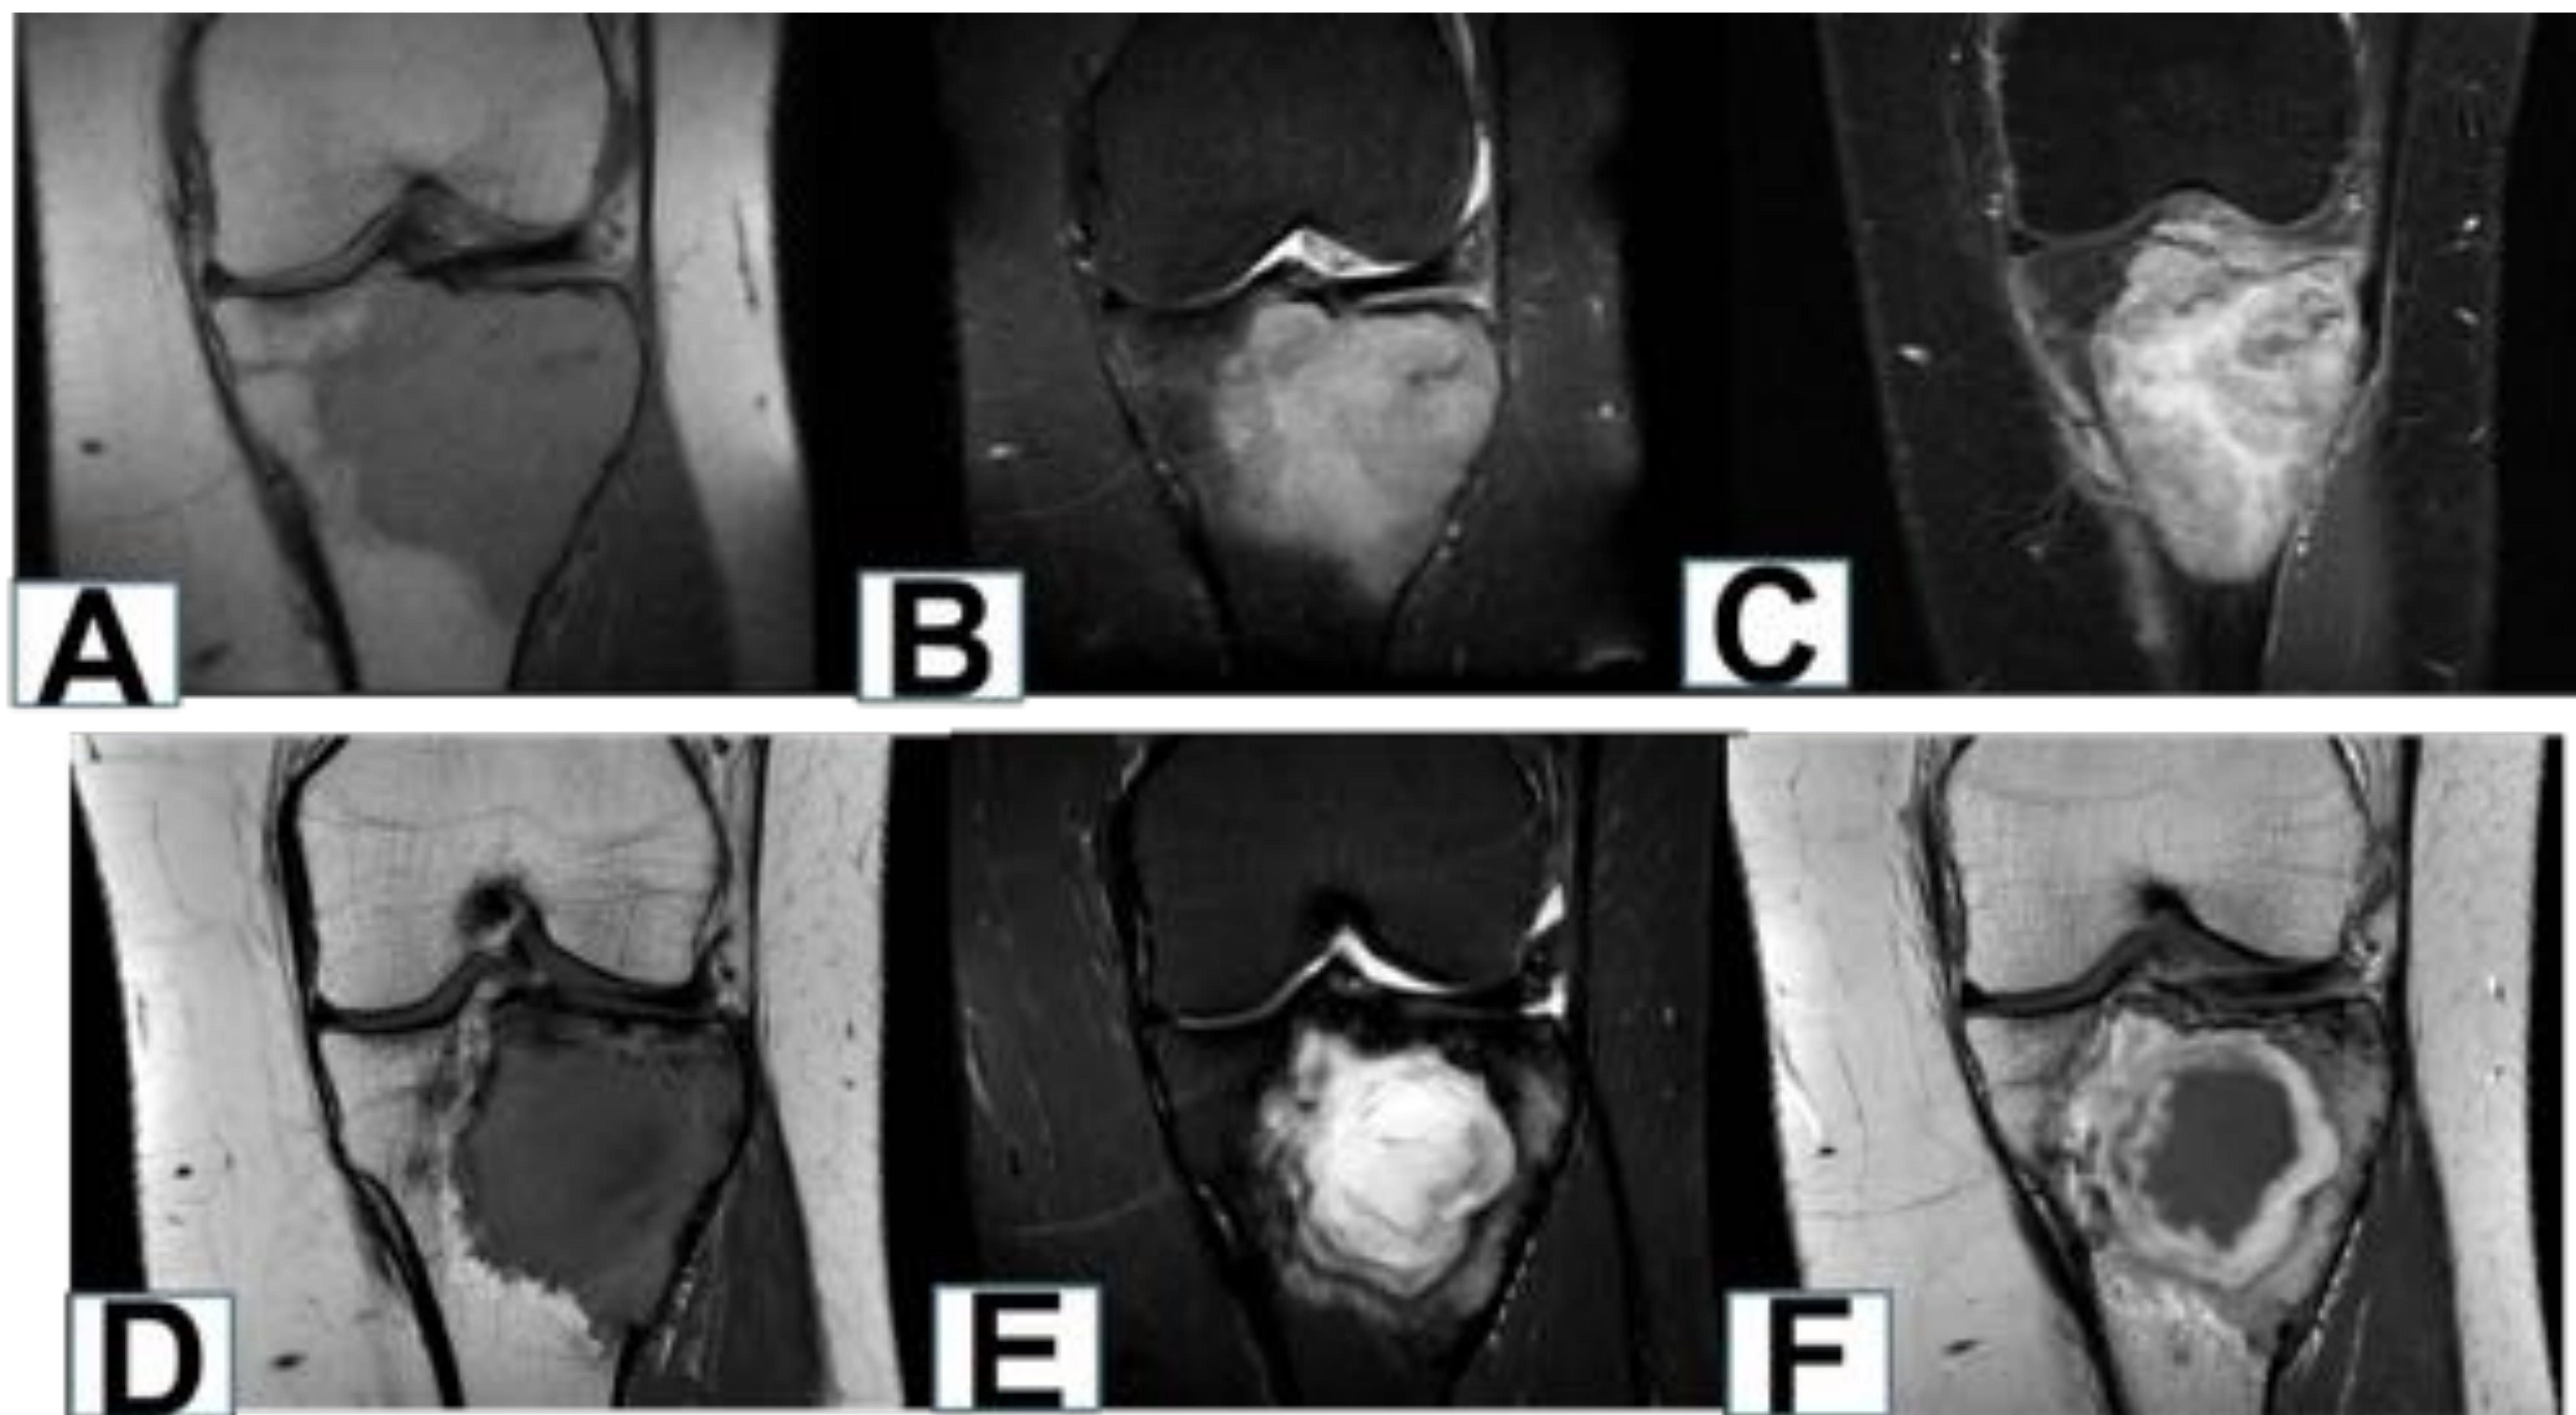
Caso 2: A), B) y C) RM de una lesión en la meseta tibial que muestra una señal intermedia y homogénea en T1 y ligeramente hiperintensa en T2 con importante captación del contraste endovenoso. D), E) y F) RM tras el tratamiento con denosumab que muestra cambio de la señal de predominio periférico secundario a mineralización y con disminución importante de la captación de contraste endovenoso y quistificación central.
